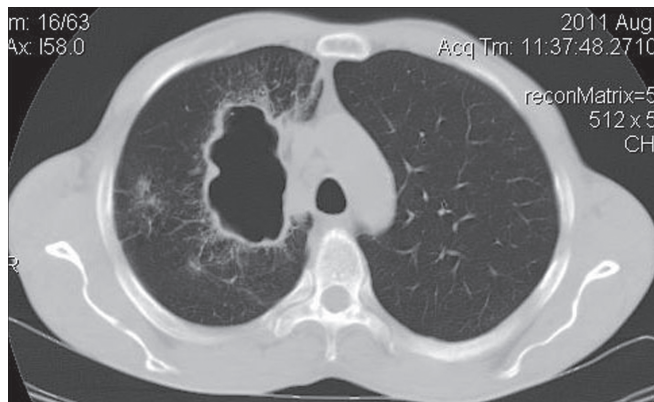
КТ-грамма при полостной форме центрального рака верхней доли правого легкого с метастазами в лимфатические узлы средостения.
